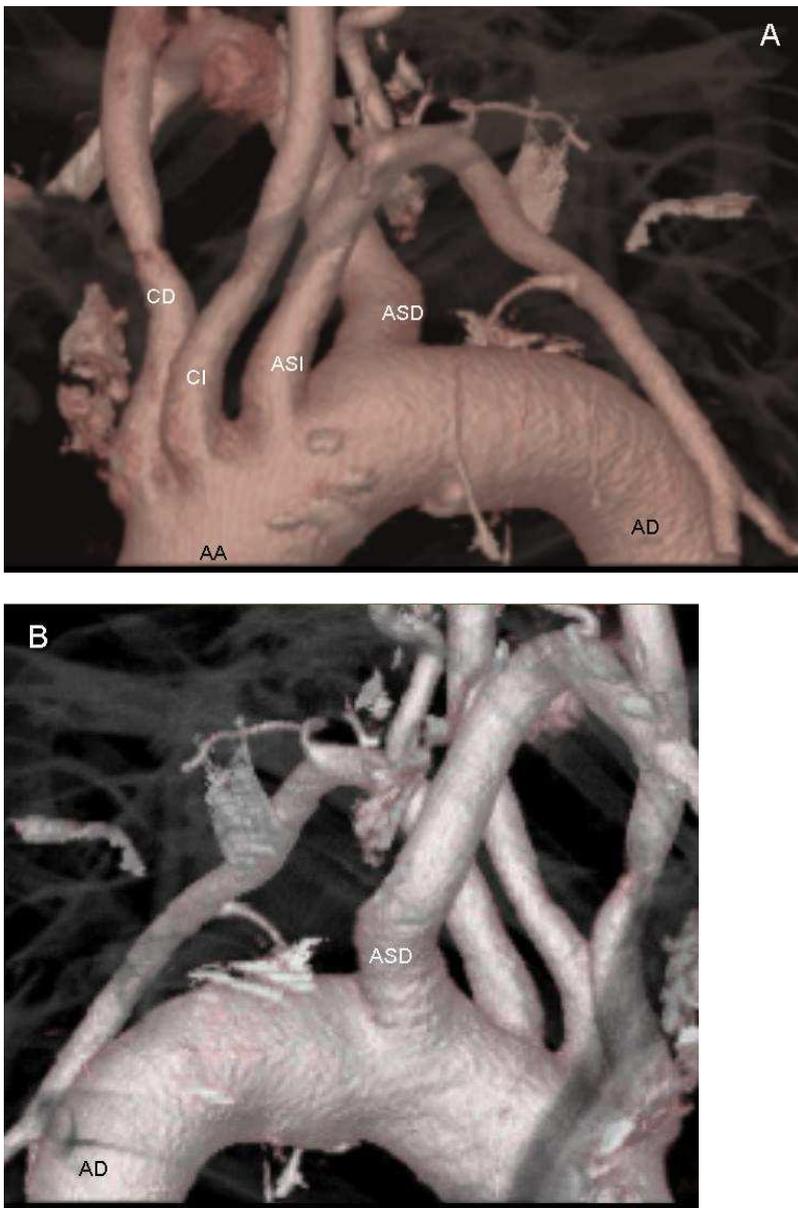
Angio-TAC cervico-torácico con Reconstrucción 3D. 7.A. vista anterior de arco aórtico . 7B. vista posterior arco aórtico. Aorta ascendente (AA), Aorta descendente (AD). Arteria subclavia derecha aberrante (ASD). Arteria subclavia izquierda (ASL). Arterias carótida izquierda y derecha (CI, CD).
